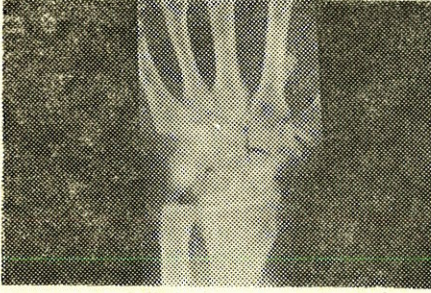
Aynı hastanın oblik bilek grafisi.
